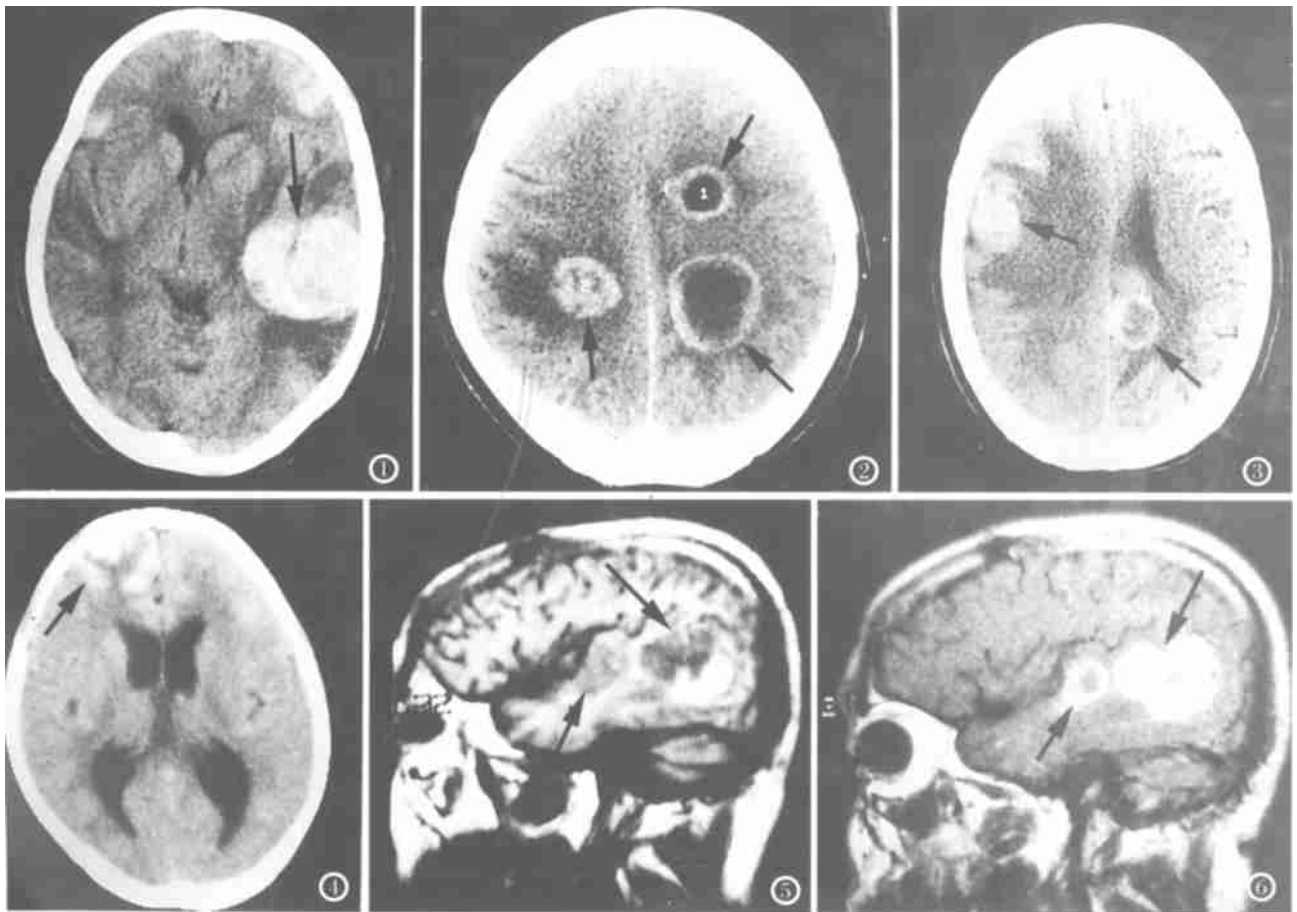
胸腺类癌脑转移瘤出血。CT平扫示双侧额叶及左颞叶多发结节肿块型出血灶(→)。图2 肺癌脑转移瘤出血。CT平扫示左额、顶环型出血灶(→),右顶叶结节肿块型出血灶(→)。图3 肺癌脑转移瘤出血。CT平扫示左顶额旁环型出血灶(→),右颞叶结节肿块型出血灶(→)。图4 黑色素瘤脑转移瘤出血。CT平扫示右额叶多灶样出血(→)。图5 股骨脂肪肉瘤脑转移瘤出血。MR矢状位T₁WI,示左颞后部单发灶样出血(→),左颞中部另见不均质低信号瘤灶(→)。图6 与图5同层面,MR增强扫描示左颞后部瘤灶内非出血部分(→)及颞中部瘤灶不均匀显著强化(→)。
